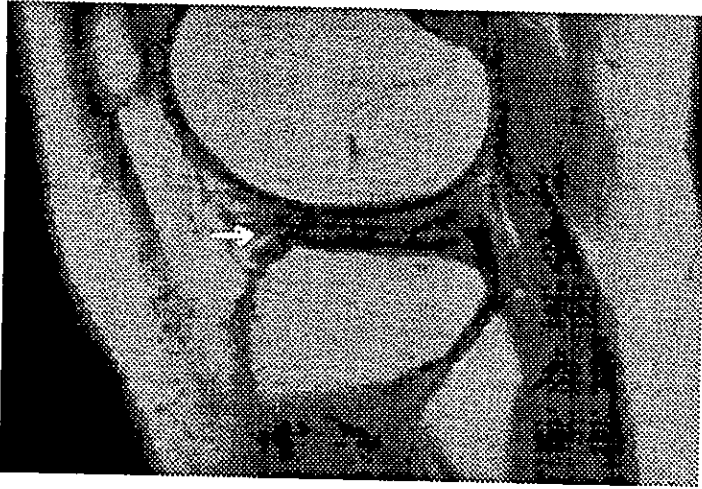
IRM Spin Eco en Sagital con Tiempo de Relajación de 600 Tiempo de Eco de 15 que muestra Menisco Lateral Discoide con Fractura Horizontal y Derrame en Receso Lateral.
